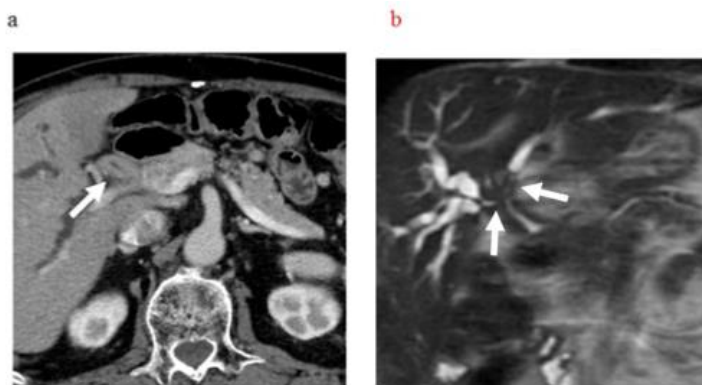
CT and MRCP mostrando IgG4-SC. (a) Em CT, o ducto biliar hilar apresenta espessamento marcado (seta). (b) MRCP mostra áreas de estenose no ducto biliar hilar (setas) (47).
